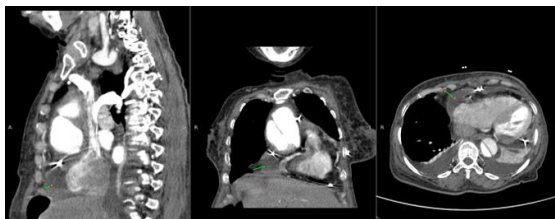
Sagittal, coronal, and axial CTA view showed hypodense lesion in the pericardial cavity consistent with pericardial effusion
